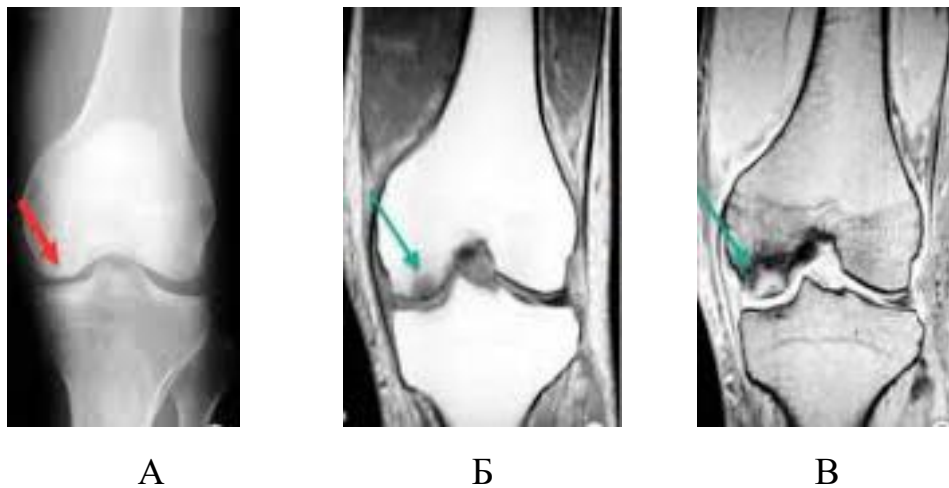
Рентгенограма колінного суглоба з рентгеннегативним субхондральним внутрішньосуглобовим переломом внутрішнього виростку стегнової кістки (А); дефект виростку на Т-1 (Б) та Т-2 (В) МРТ-скани, виконані через 10 днів після травми.
